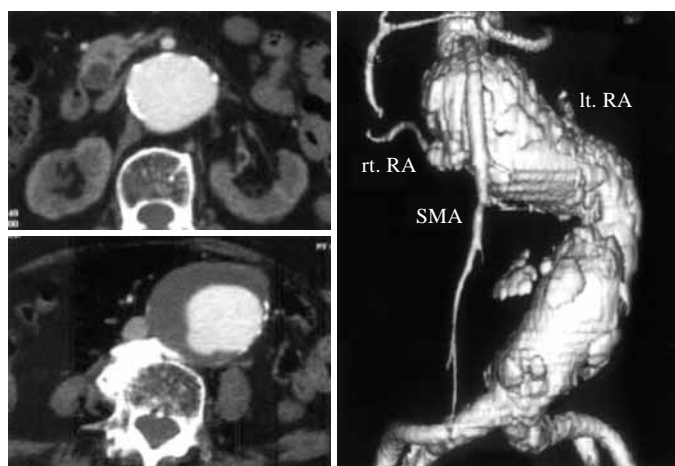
A: Enhanced computed tomograms show the suprarenal abdominal aortic aneurysm with the suprarenal portion of 50 mm and infrarenal portion of 65 mm in maximum diameter. B: Three-dimensional computed tomography shows the bilateral renal arteries arising from the aneurysm and the superior mesenteric artery arising just above it. rt. RA: right renal artery, lt. RA: left renal artery, SMA: superior mesenteric artery.
